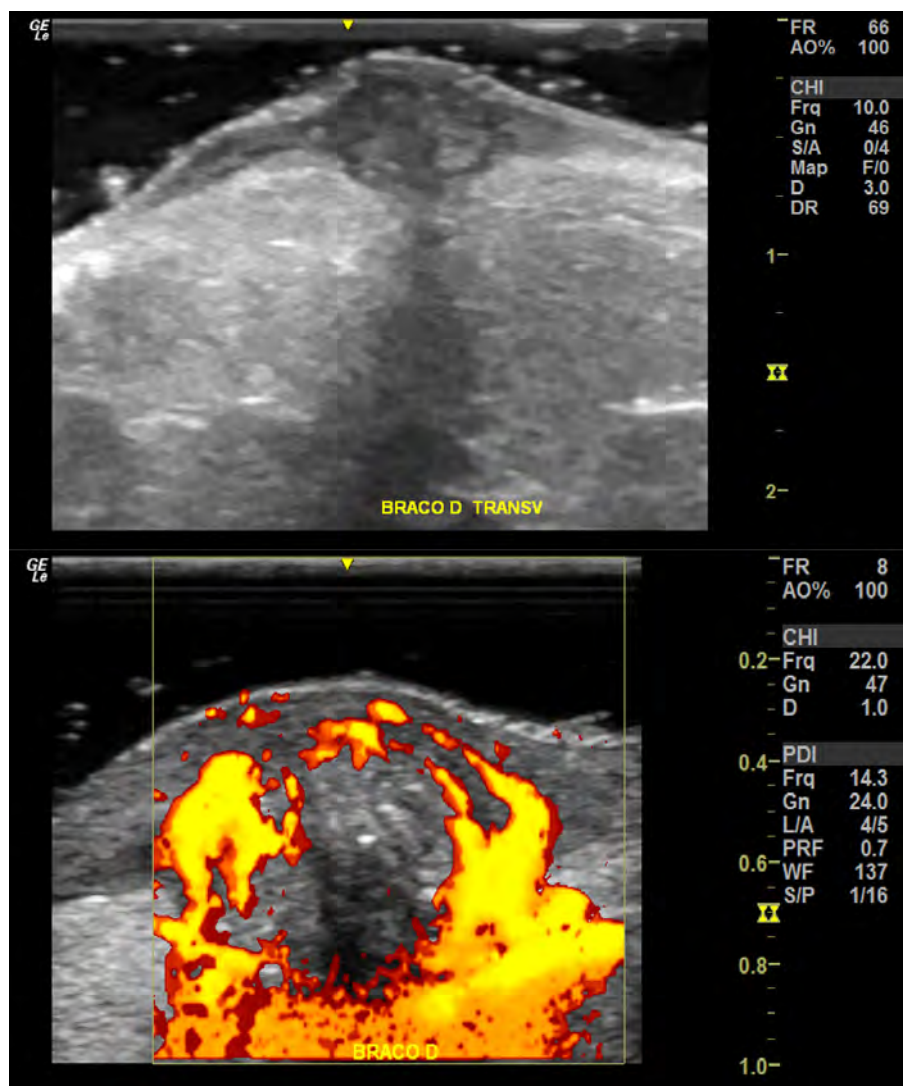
USG doppler com nódulo sólido e regular e vascularização periférica em anel
